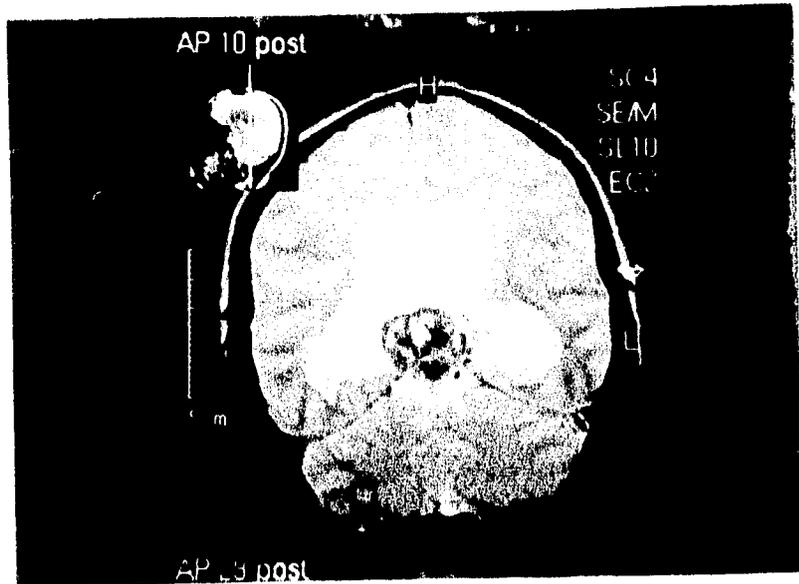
IRM en T2 Ponderado (T2W), corte coronal. El estudio muestra la masa muy heterogénea, hipointensa en estas Secuencias (también era hipointensa en sec. T1 Ponderado -T1W-). La IRM añade al diagnóstico de dilatación de los sistemas ventriculares la presencia de acúmulo de agua periventricular.
